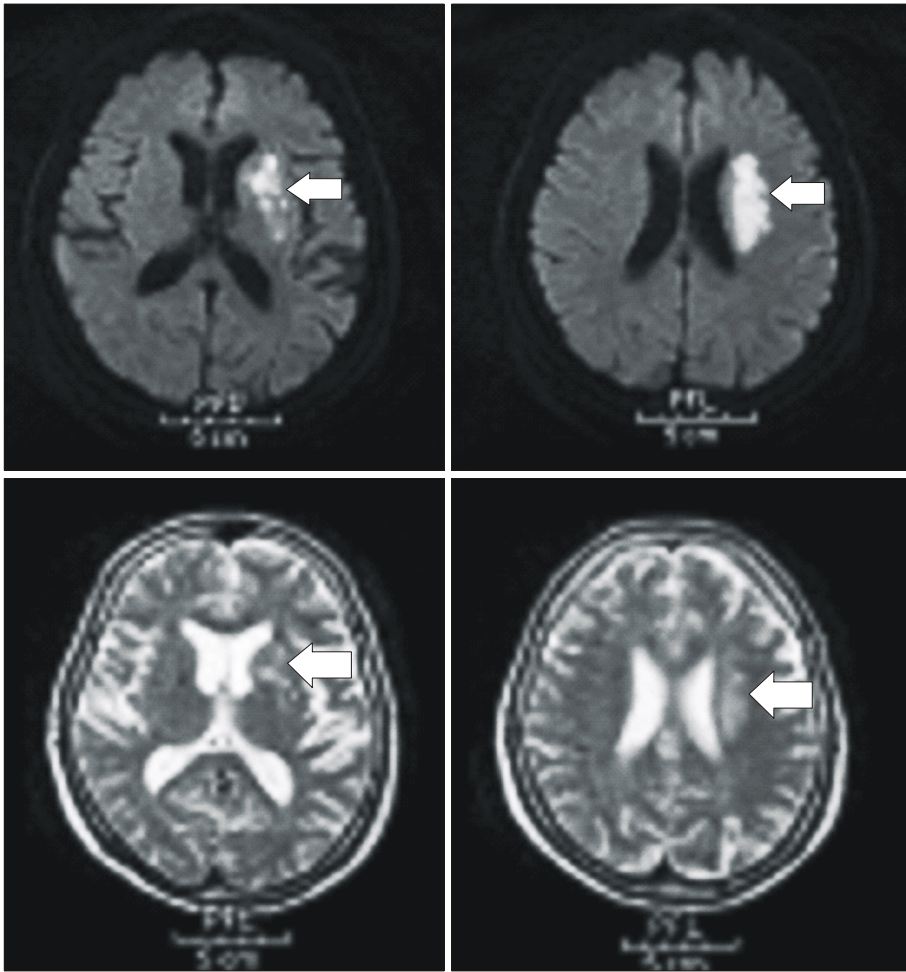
Brain MRI findings showed acute infarction in the territory of left middle cerebral artery.
